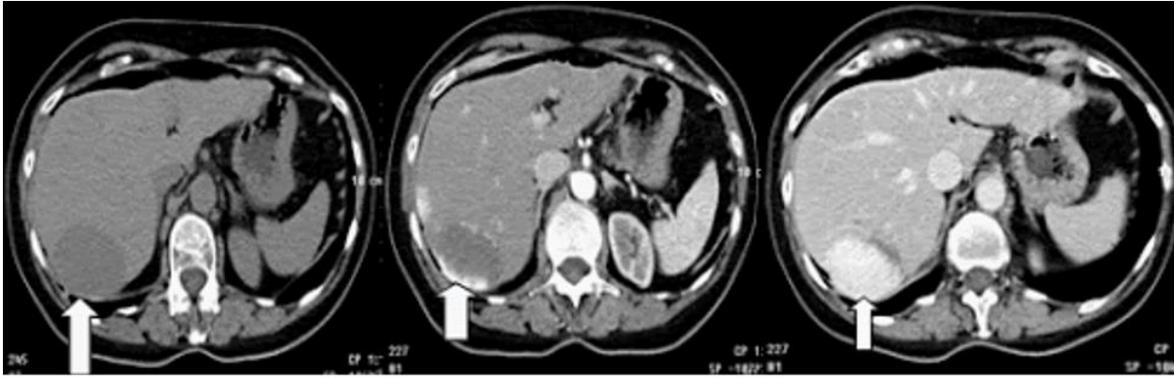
TAC de HH donde se observa una lesión hipodensa delimitada en fase simple que se vuelve hiperdensa a la aplicación del medio de contraste.
